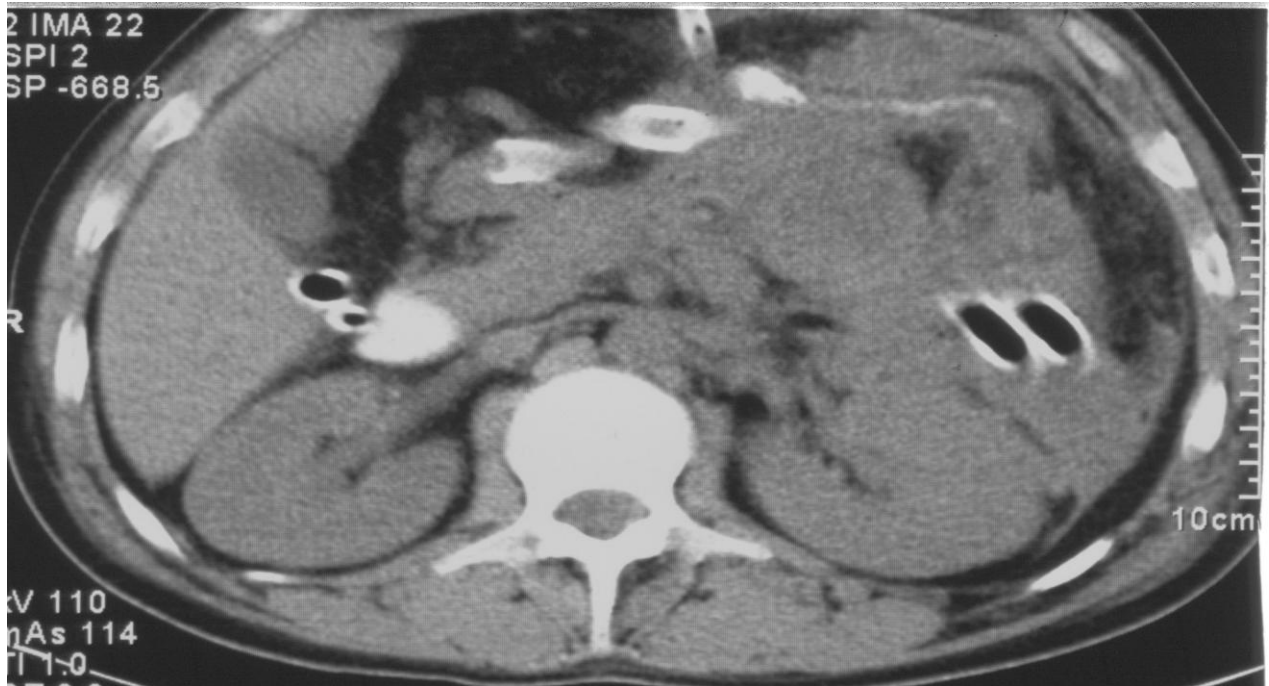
Комп'ютерна томограма. Хворий М., 21р., карта стаціонарного хворого № 2267405. Субтотальний панкреонекроз (тіло, хвіст). Деструкція хвоста підшлункової залози (вказано стрілкою)
